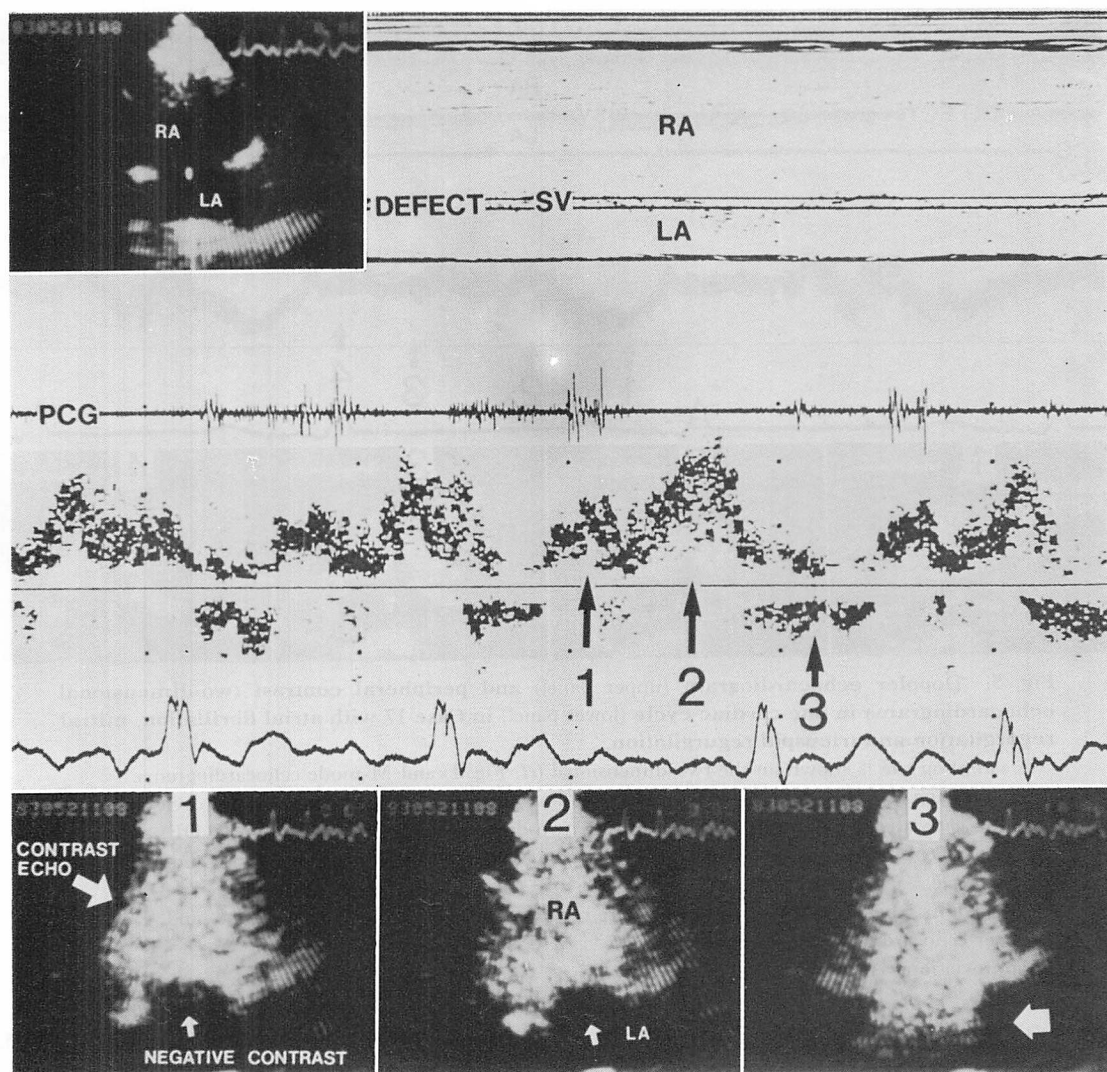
Doppler echocardiogram (upper panel) and peripheral contrast two-dimensional echocardiograms in one cardiac cycle (lower panel) in Case 15 with atrial fibrillation.
